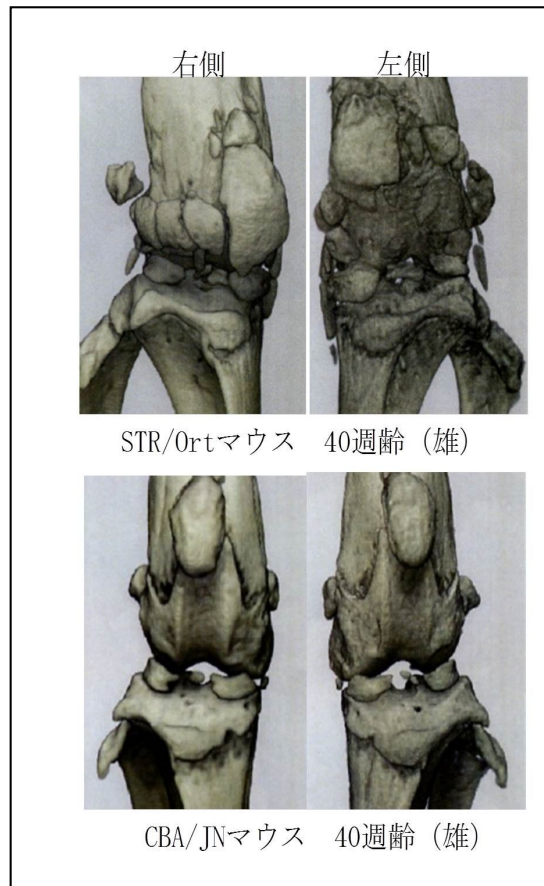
STR/Ort および CBA/JN マウスの膝関節における  $\mu$ CT 像
